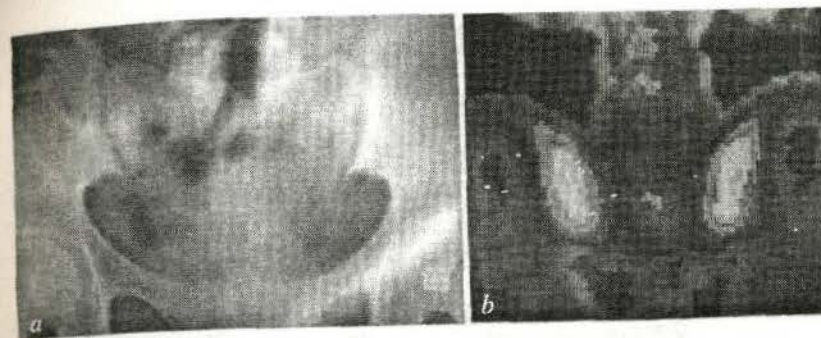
a – Radiografia articulațiilor sacroiliace. Sacroiliită bilaterală la spondiloartrita anchilozantă (dilatarea spațiului radiologic articular, ștergerea conturilor suprafețelor articulare, osteoscleroză subcondrală; b – Scintigrama articulațiilor sacroiliace. Cumulare intensivă a ^{99m}Tc pirofosfat la sacroiliita anchilozantă.
